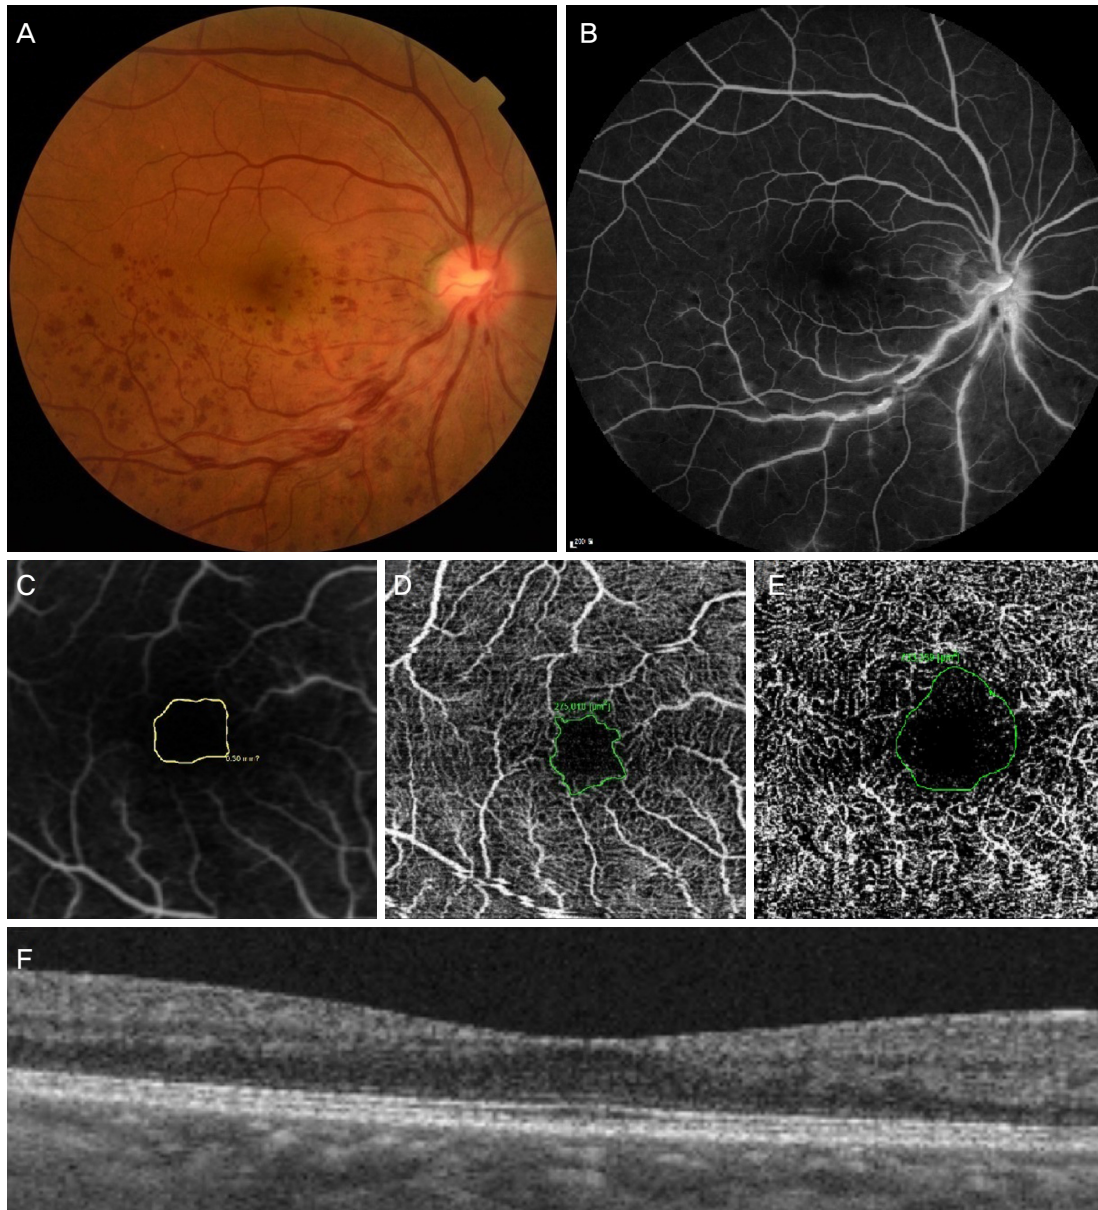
Branch retinal vein occlusion without macular edema. Color fundus photo (A), Fluorescein angiography (FAG; B), Zoom on the fovea in FAG (C), optical coherence tomography angiography (OCTA) in the superficial capillary plexus showed quite normal and well demarcated foveal capillary arcade (D). OCTA in the deep capillary plexus showed dilatation of deep inferior macular capillaries with hyper signal although there was not significant magnified nonperfused area in fovea (E). Optical coherence tomography showed there was no intraretinal cystic lesion (F).
